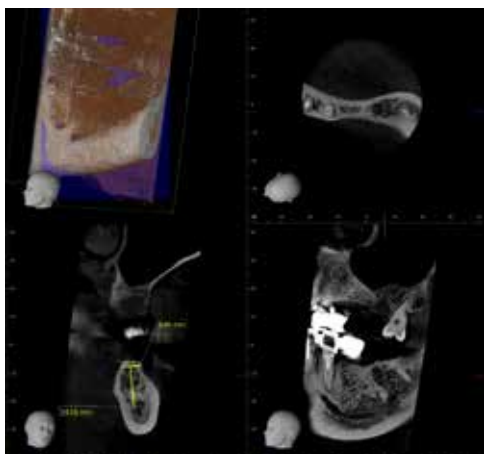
CBCT-ul preoperator pentru breșa 36-37;
